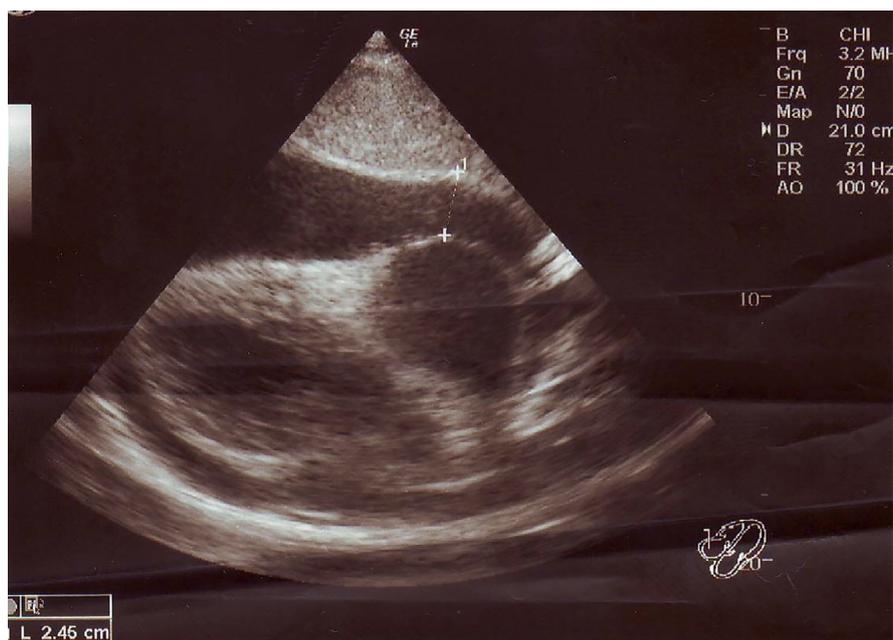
УЗИ сердца. Гидроперикард за правыми отделами сердца.
